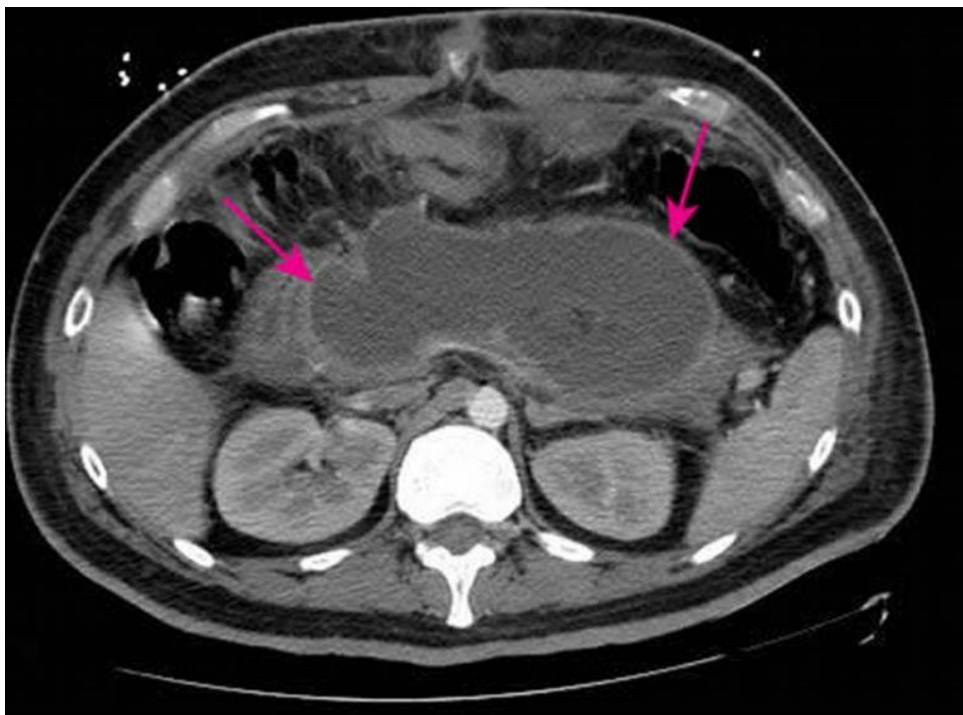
Cette TDM avec contraste IV et oral montre une grande collection nécrosante aiguë (flèches) remplaçant la majeure partie du tissu pancréatique < 4 semaines après la présentation initiale d'une pancréatite nécrosante. [21]
